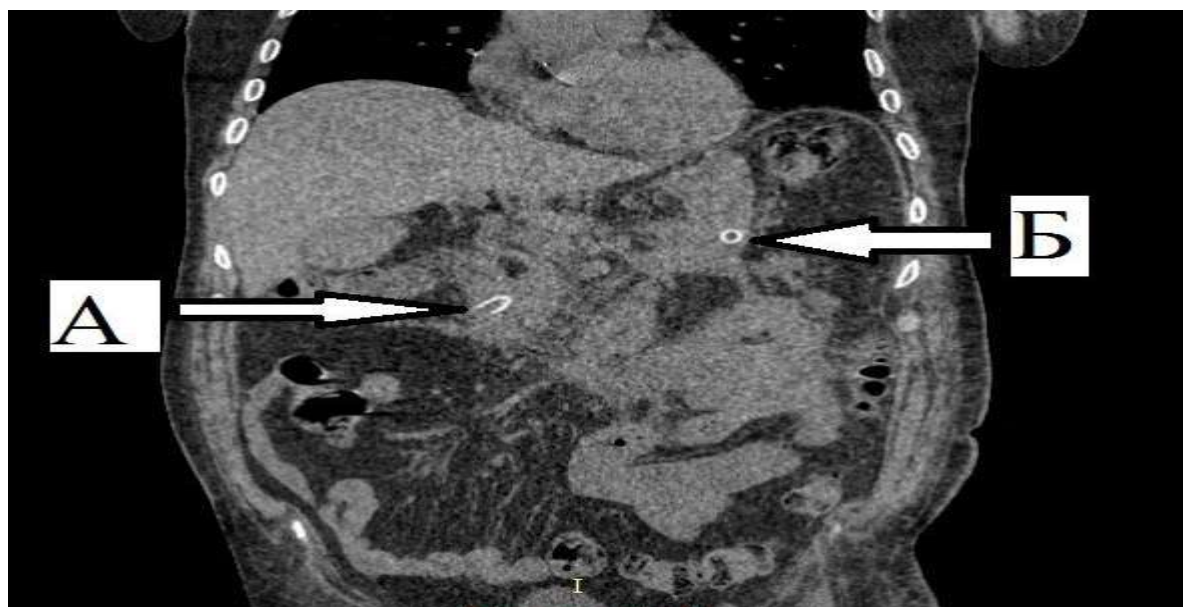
Спиральная КТ ОБП. Сагитальный срез. А- дренаж, расположенный у головки поджелудочной железы, Б- дренаж, установленный у хвоста поджелудочной железы.
